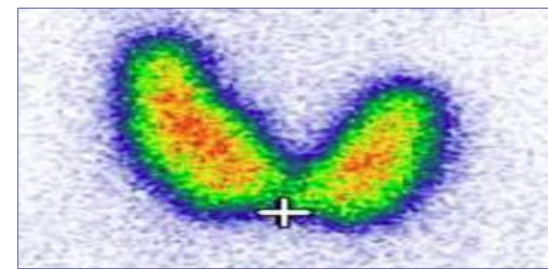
Imaginea scintigrafică.
